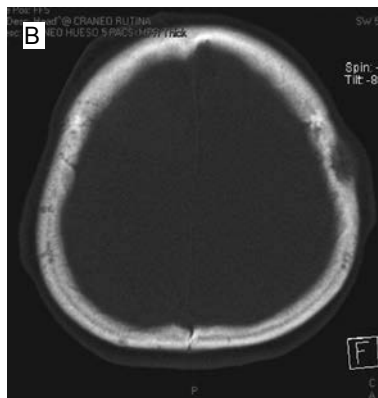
Tomografía de encéfalo: tumor hiperdenso en la región frontal derecha; metástasis a encéfalo (a). Ventana para hueso: lesiones líticas en el cráneo descritas anteriormente en la radiografía (b). Tomografía simple de tórax con ventana para tejidos blandos: gran componente lítico de las costillas e involucramiento de los tejidos blandos adyacentes (c).
